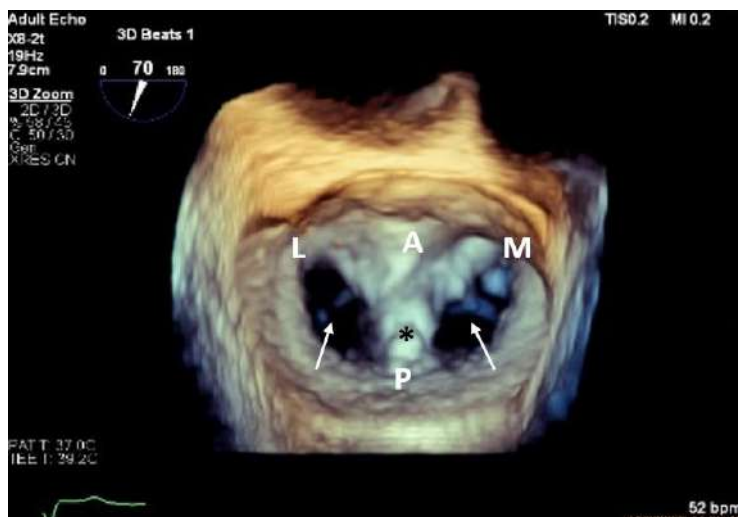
Трехмерное чреспищеводное эхокардиографическое изображение митрального клапана в режиме 3D ZOOM (вид анфас со стороны левого предсердия). L – латеральная комиссура, А – передняя створка, М – медиальная комиссура, Р – задняя створка, * – клипса фиксированная к центральным сегментам обеих створок, стрелками указано двойное отверстие митрального клапана. Изображение из личного архива
